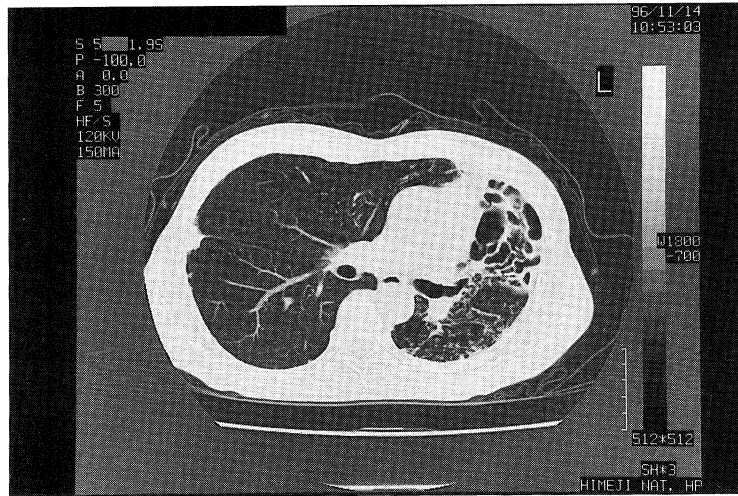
Chest CT revealed bronchiectasis and small nodule shadow
